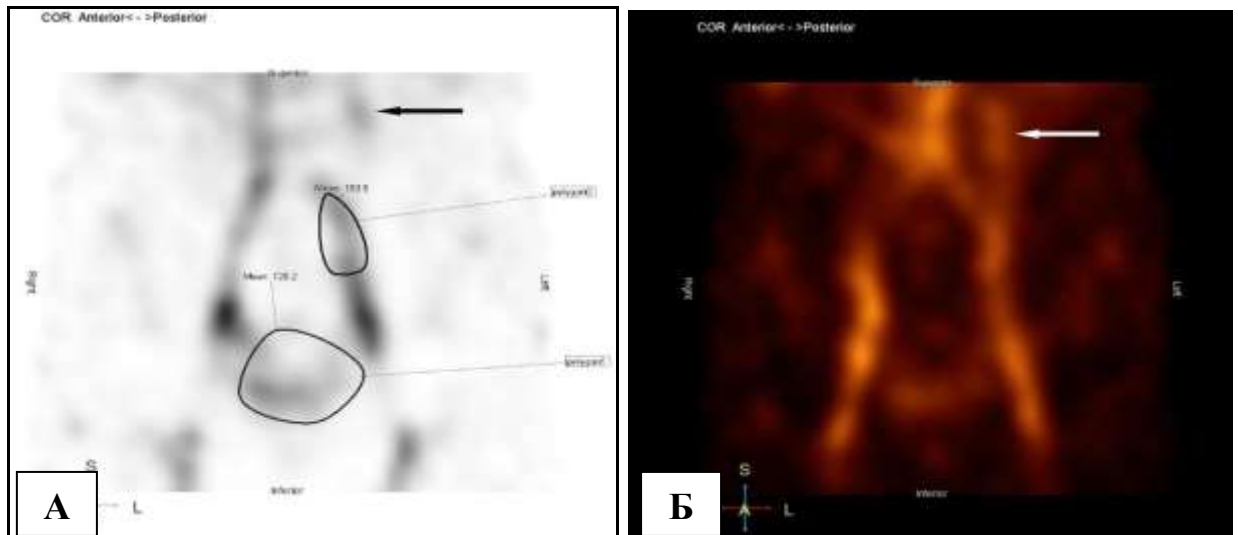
Радионуклидная томограмма с четкой гомогенной визуализацией ЛЯВ (указано стрелками). I степень ТВП, коэффициент ТВП = 0,78.
